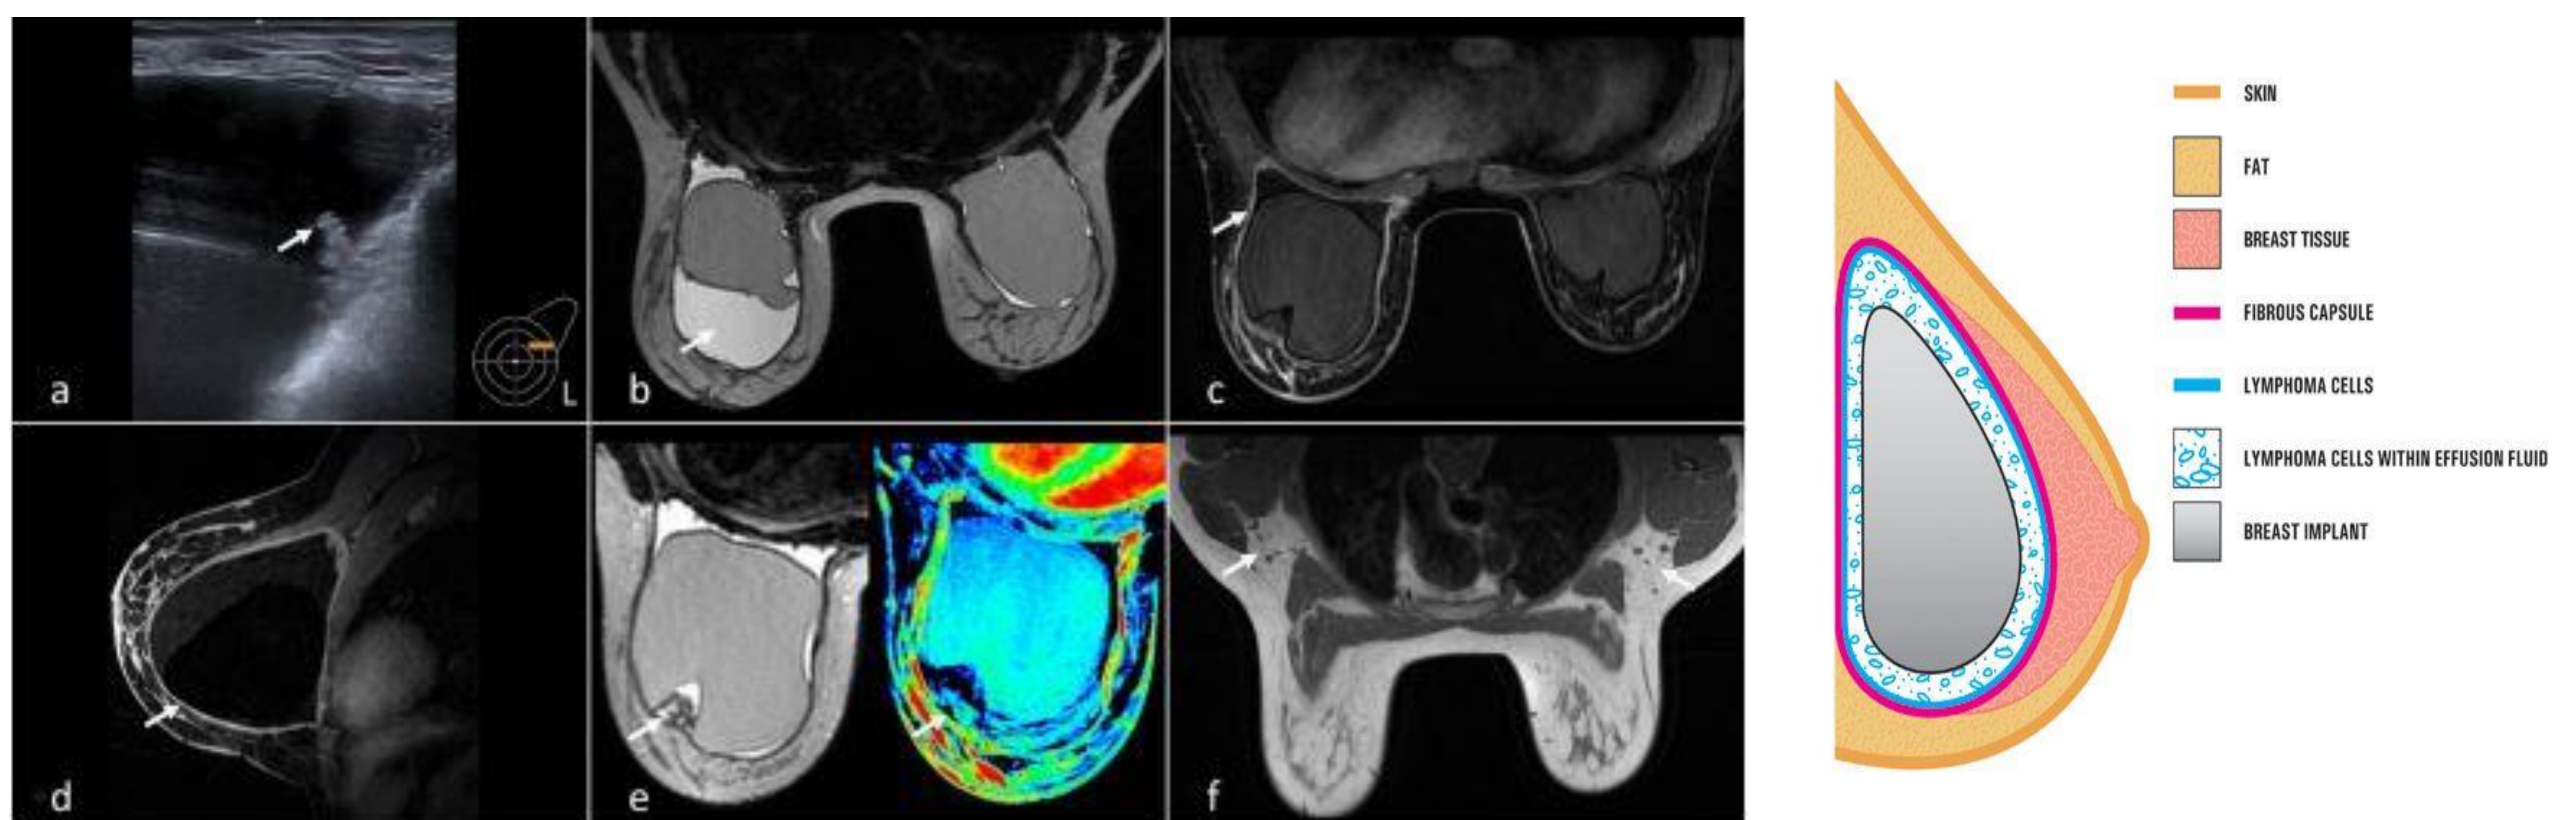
a) Ecografía en cuadrante superoexterno izquierdo. Colección periprotésica con algún área de contenido ecogénico en el líquido (flecha) y una superficie interna de la cápsula fibrosa marcadamente irregular. b) Resonancia magnética (RM) axial potenciada en T2. Se muestra colección líquida periprotésica en mama izquierda (flecha). Mínima cantidad normal de líquido periprotésico derecho. c) RM axial potenciada en T1 con saturación grasa y tras administración de contraste. Intensa captación irregular de la cápsula periprotésica izquierda (flecha). No hay masas ni adenopatías. d) RM sagital potenciada en T1 con saturación grasa y tras administración de contraste que muestra captación difusa e irregular de la cápsula periprotésica (flecha). e) RM axial T2 que muestra un área seudonodular de tejido de baja intensidad de señal adyacente a la cápsula fibrosa (correlación Figura 1 a) y mapa de color que demuestra su ausencia de vascularización (flecha). f) RM axial T1 que demuestra la ausencia de adenopatías (flechas).
